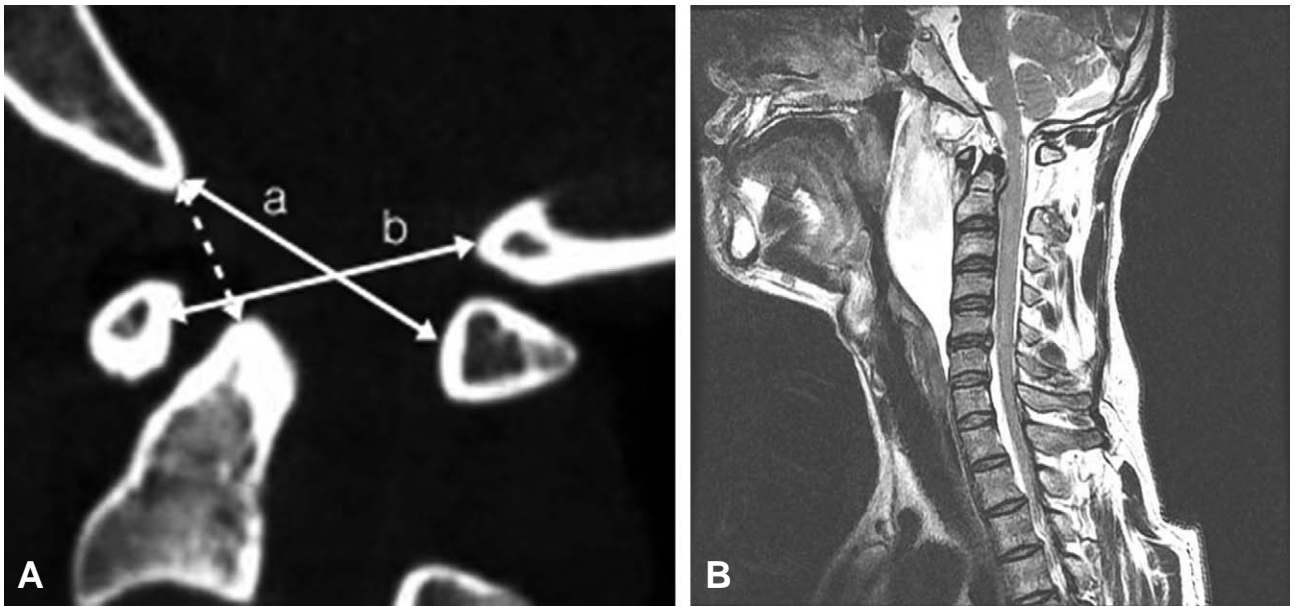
Initial 3 dimensional computed tomography (CT) shows increase basio-dental interval (dotted arrow) and Powers ratio which is defined as a/b (A). T2 weighted magnetic resonance image (MRI) shows massive prevertebral hematoma (B).
